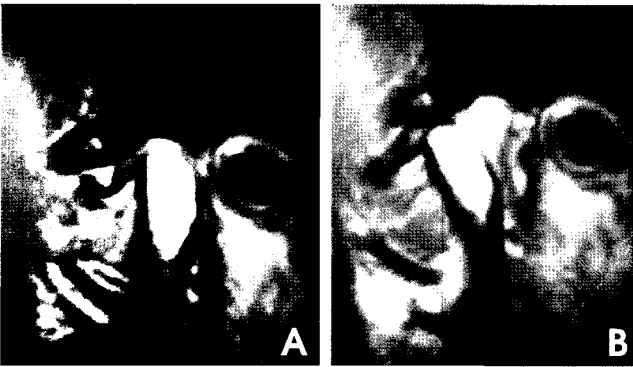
Proton MR images show anterior disk displacement without reduction (Stage III A. closed B. opening).
